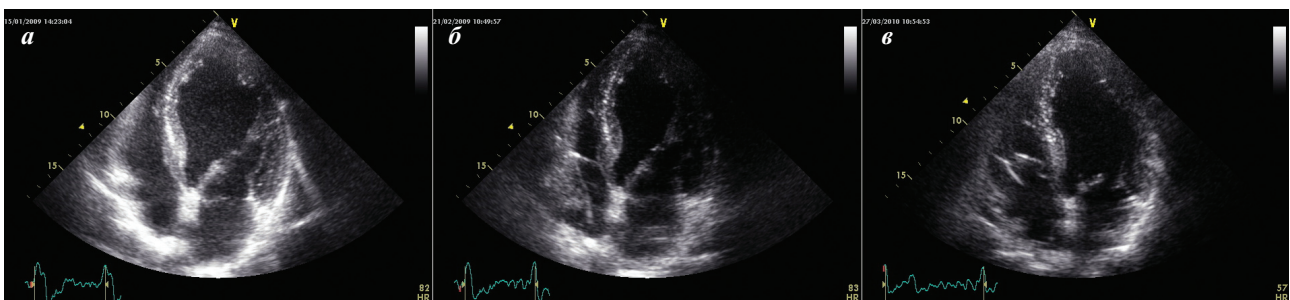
Четырехкамерное эхокардиографическое сечение: а. до имплантации устройства КРТ, б и в - через 1 месяц и 1 год после имплантации.
